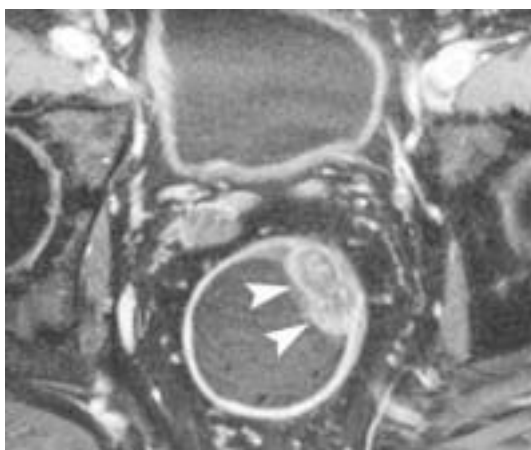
Colitis cystica profunda. IRM en écho de spin rapide en T2, plan axial sans saturation du signal de la graisse. Hypersignaux en pondération T2 au sein de la lésion tumorale (flèches fines) correspondant aux contingents mucineux des glandes mucipares invaginées dans la sous-muqueuse (flèches épaisses).
